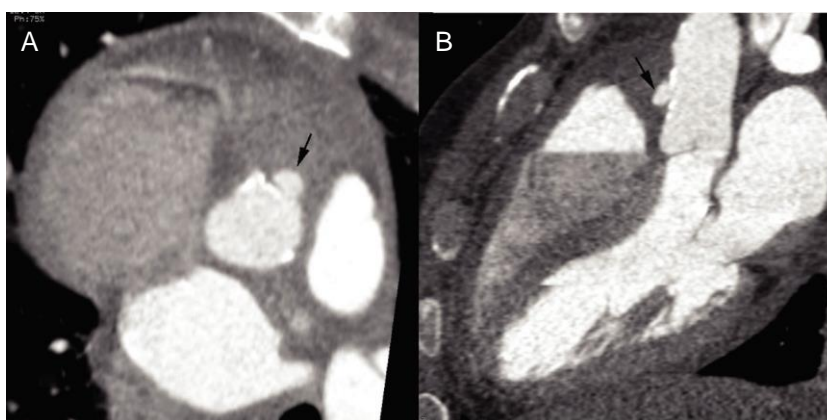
Angiotomografía computarizada. A) Proyección axial. Se aprecia aneurisma de la cara anterior de la aorta (flecha) en vecindad de placas de ateroma. B) La misma imagen en proyección sagital (flecha).
